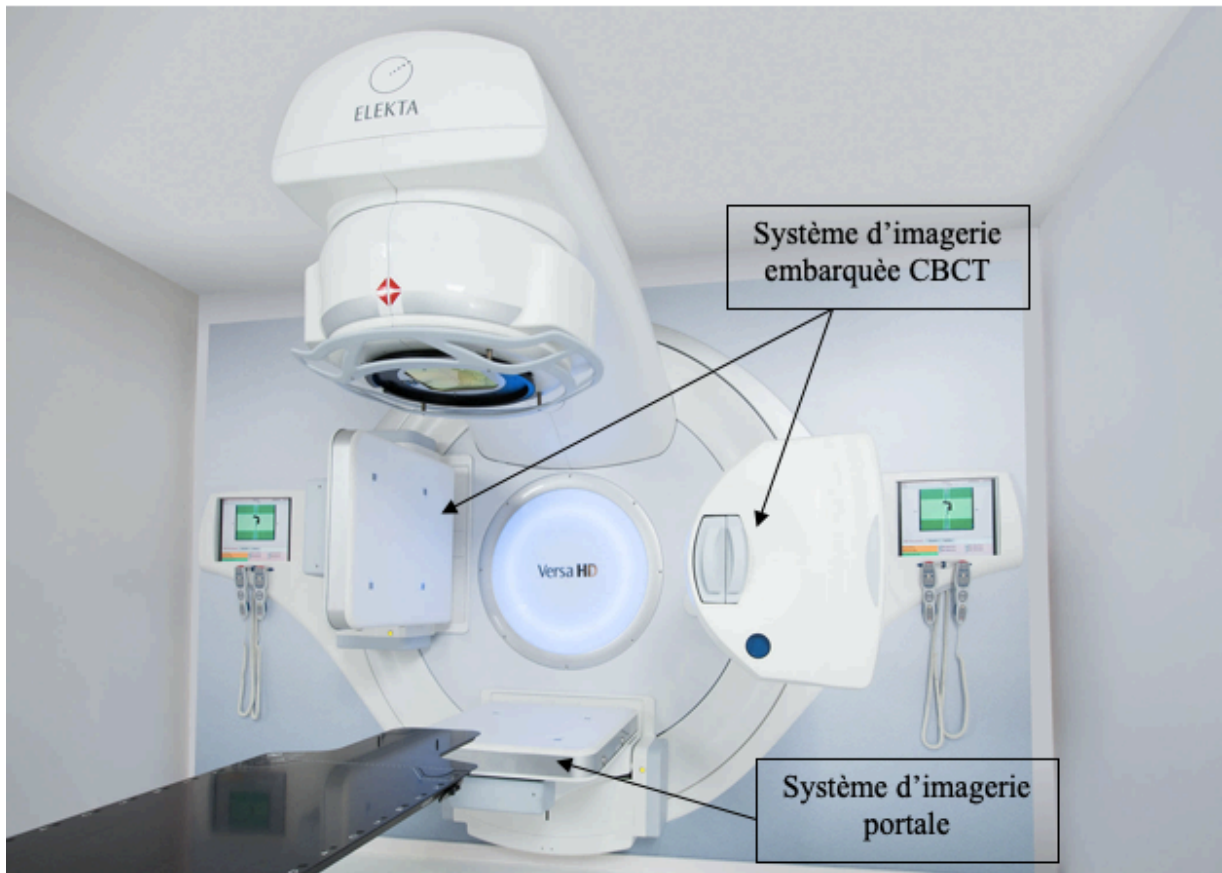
Accélérateur linéaire équipé d'un imageur portal et de l'imagerie embarquée CBCT
